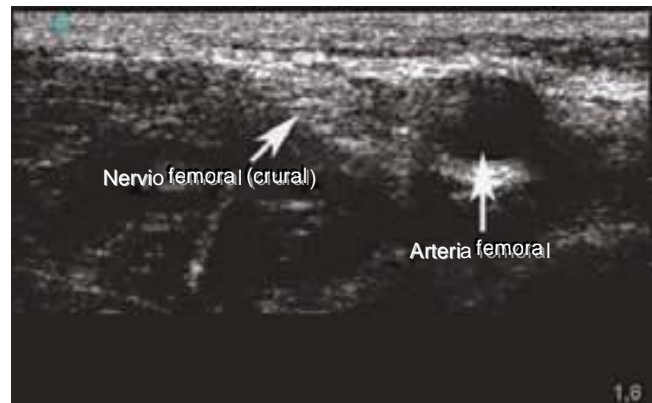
Visualización ecográfica del nervio femoral en posición lateral respecto de la arteria femoral (unidad de ultrasonido SonoSite MicroMaxx, con sonda de 13 MHz).
